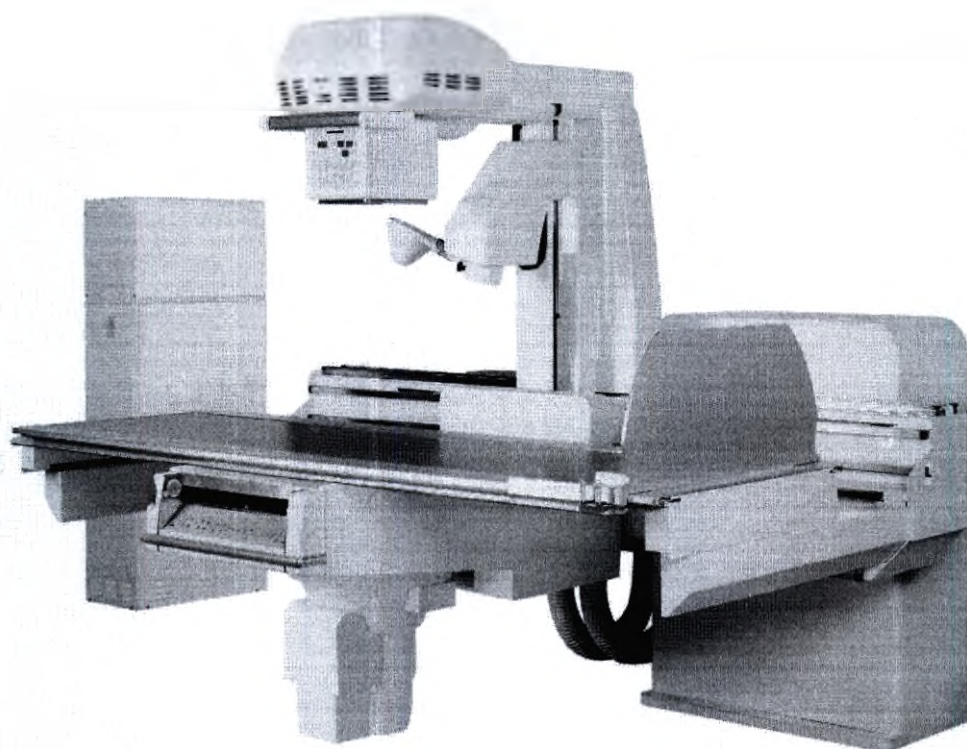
Комплекс рентгеновский диагностический «РИМ».
